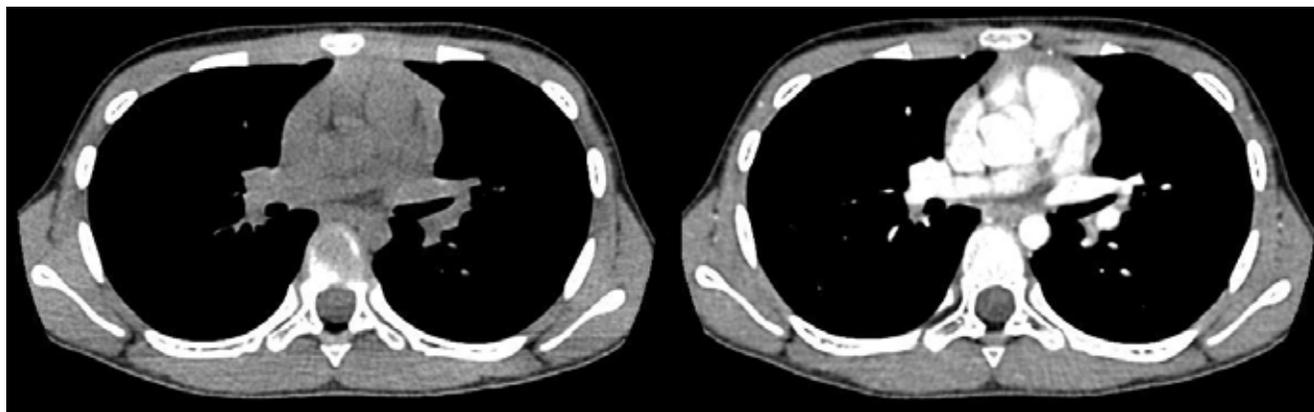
МСКТ и МСКТ-ангиография пациента С., 5 лет
